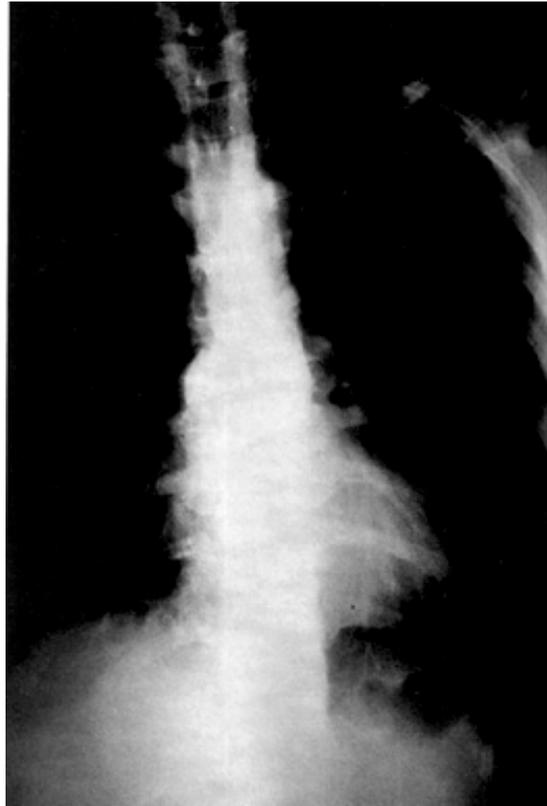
Radiografía de tórax. Muestra fractura y aplastamiento vertebral.
